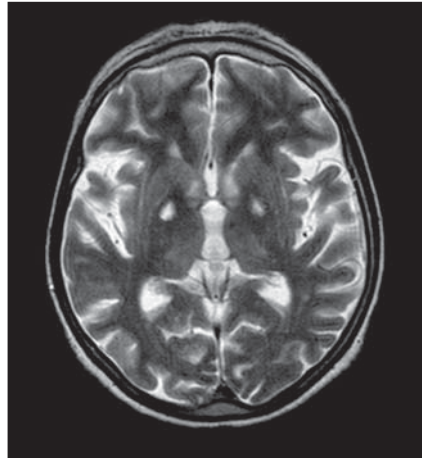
Ressonância magnética, corte axial: lesões extrapontinas.
